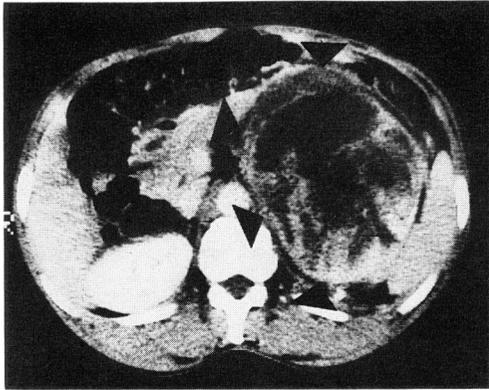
Enhanced CT scan demonstrates left retroperitoneal tumor. The tumor is enhanced irregularly.
